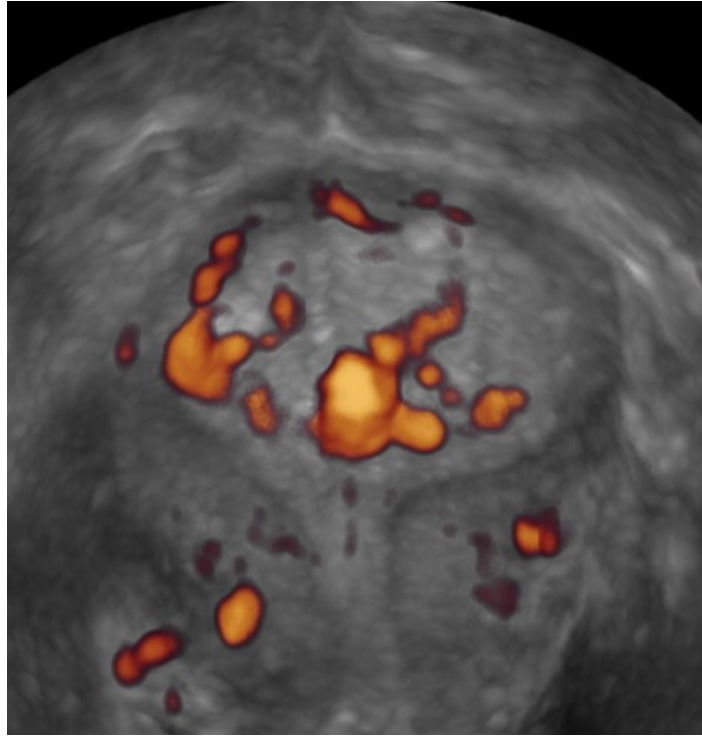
Imagen ecográfica en 3D de restos placentarios que al aplicar el power Doppler muestran vascularización aumentada.
